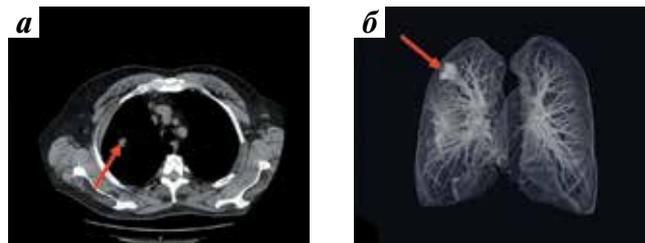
Компьютерная томография легких: а — до лечения: выявляется одиночный метастаз (стрелка); б — после проведения 6 курсов лечения пазопанибом: стабилизация процесса — отсутствие роста метастатического очага (стрелка)
